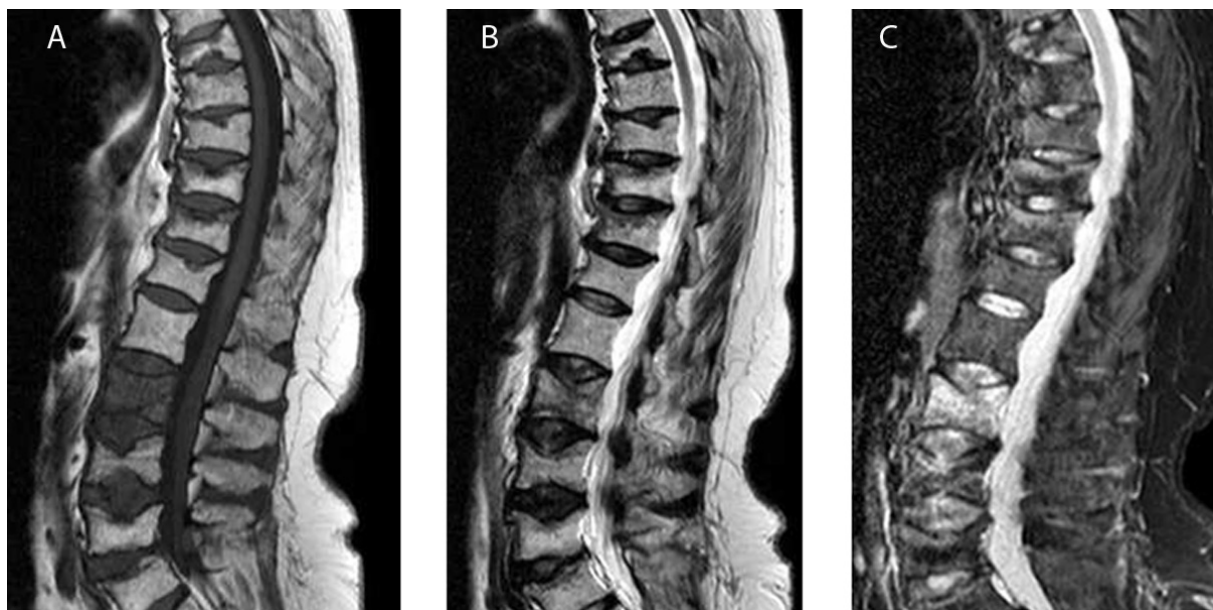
MRT von BWS und LWS. 67 jähriger Patient mit multiplem Myelom. A: T1 gewichtet, Frakturen der LWS erkennbar; B: T2 gewichtet; C: die STIR-Sequenz zeigt ein gut erkennbares hyperintensives Ödem im LWK 2 als Hinweis auf eine frische Fraktur.
